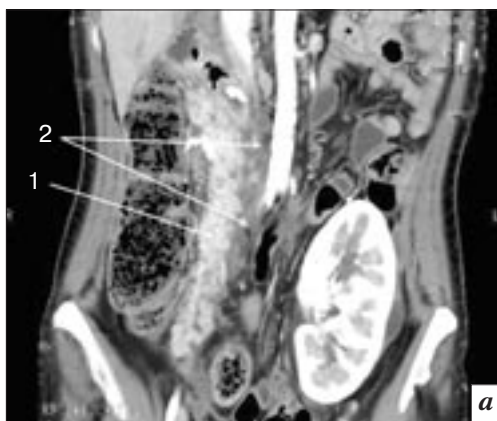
КТ брюшной полости с контрастным усилением (поздняя артериальная фаза): *а* – фронтальный срез: 1 – ТПЖ; 2 – жидкостное парапанкреатическое скопление, инфильтративные изменения клетчатки; *б* – аксиальный срез: 1 – ТПЖ; 2 – участок деструкции (панкреонекроза) в области хвоста ТПЖ
